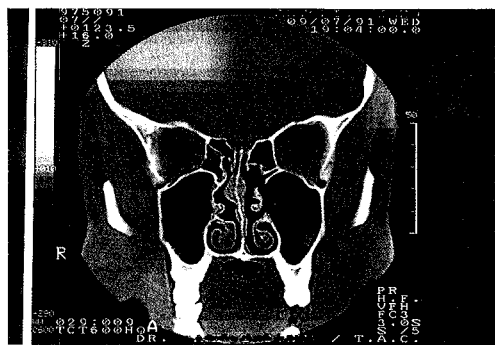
Fotografia da TAC pós-operatória do mesmo doente. Observa-se recuperação praticamente total de todas as lesões, vendo-se a meatotomia perfeitamente permeável e o etmóide com mucosa de aspecto normal.
